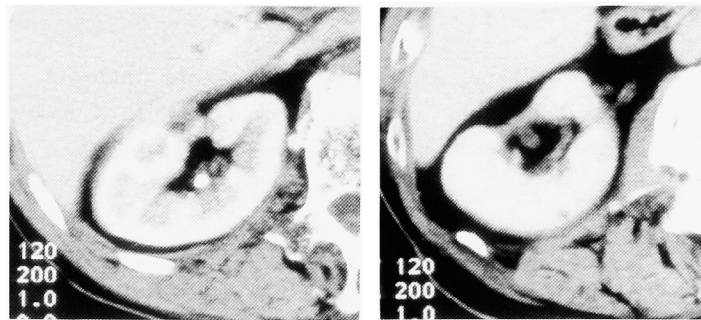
On the abdominal enhanced computed tomography 24 months after operation showed no remarkable difference compared with that 18 months after operation.
